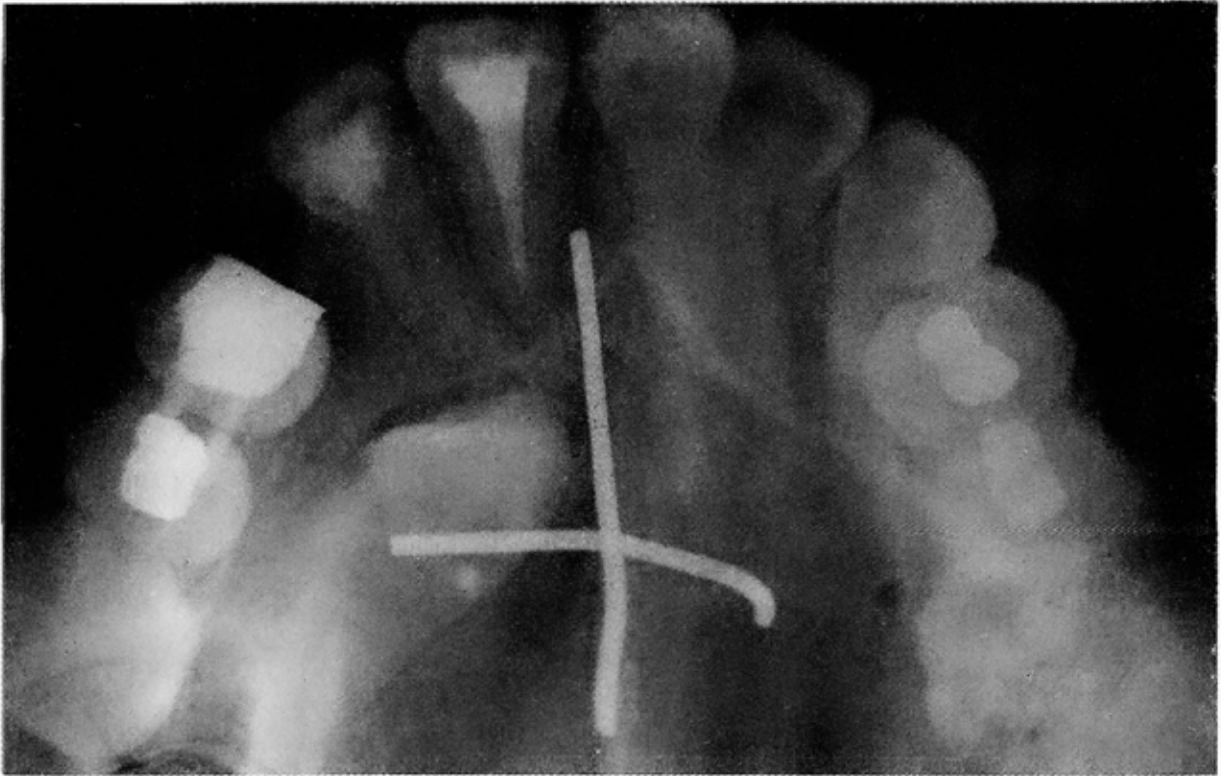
La radiografía muestra el sistema de cuadrícula para detectar el cuadrante en donde puede localizarse la corona de un canino incluido en paladar.
